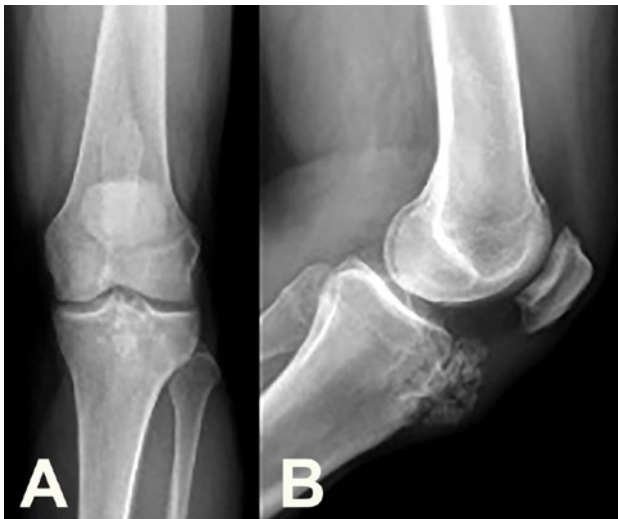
Radiografía de frente (2a) y perfil (2b). Véase la tumoración a nivel anterior de la TAT con múltiples calcificaciones. Imagen en canal medular del fémur con bordes escleróticos.
